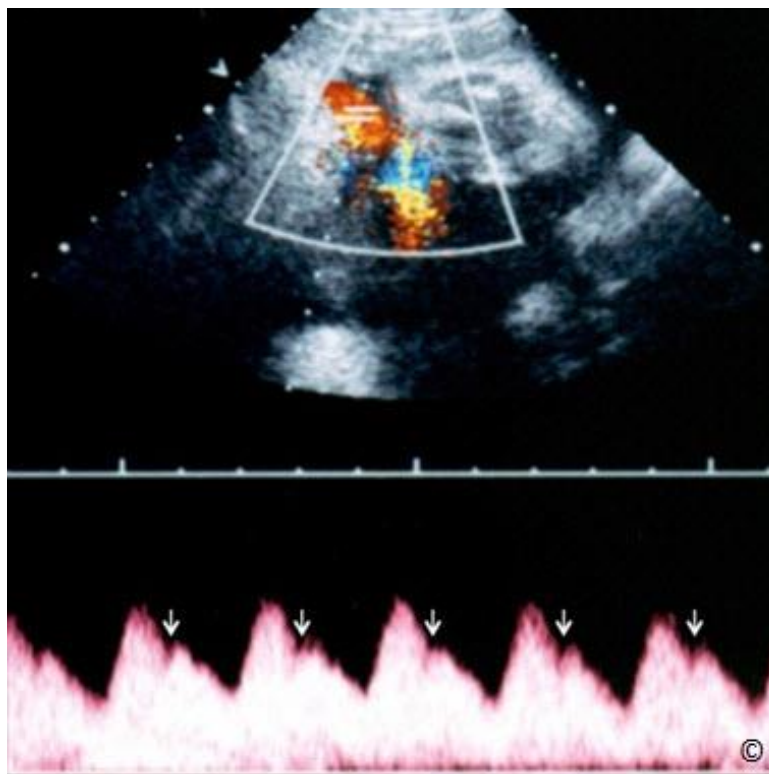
Monochoriální-monoamniální dvojčata se zauzlením pupečnicků zobrazeným pomocí barevného dopplerovského módu (stejný plod jako na Obrázku 7.10). Povšimněte si „pupečnickové hmoty“ mezi plody.
